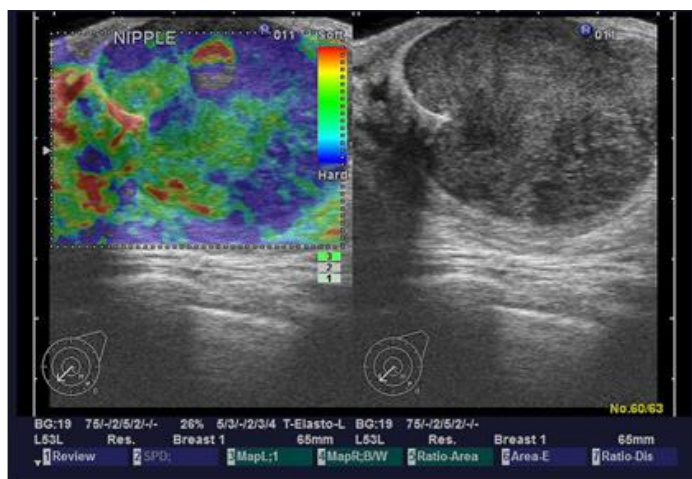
Ecografie cu sonoelastografie tumoră Phyllodes malignă
